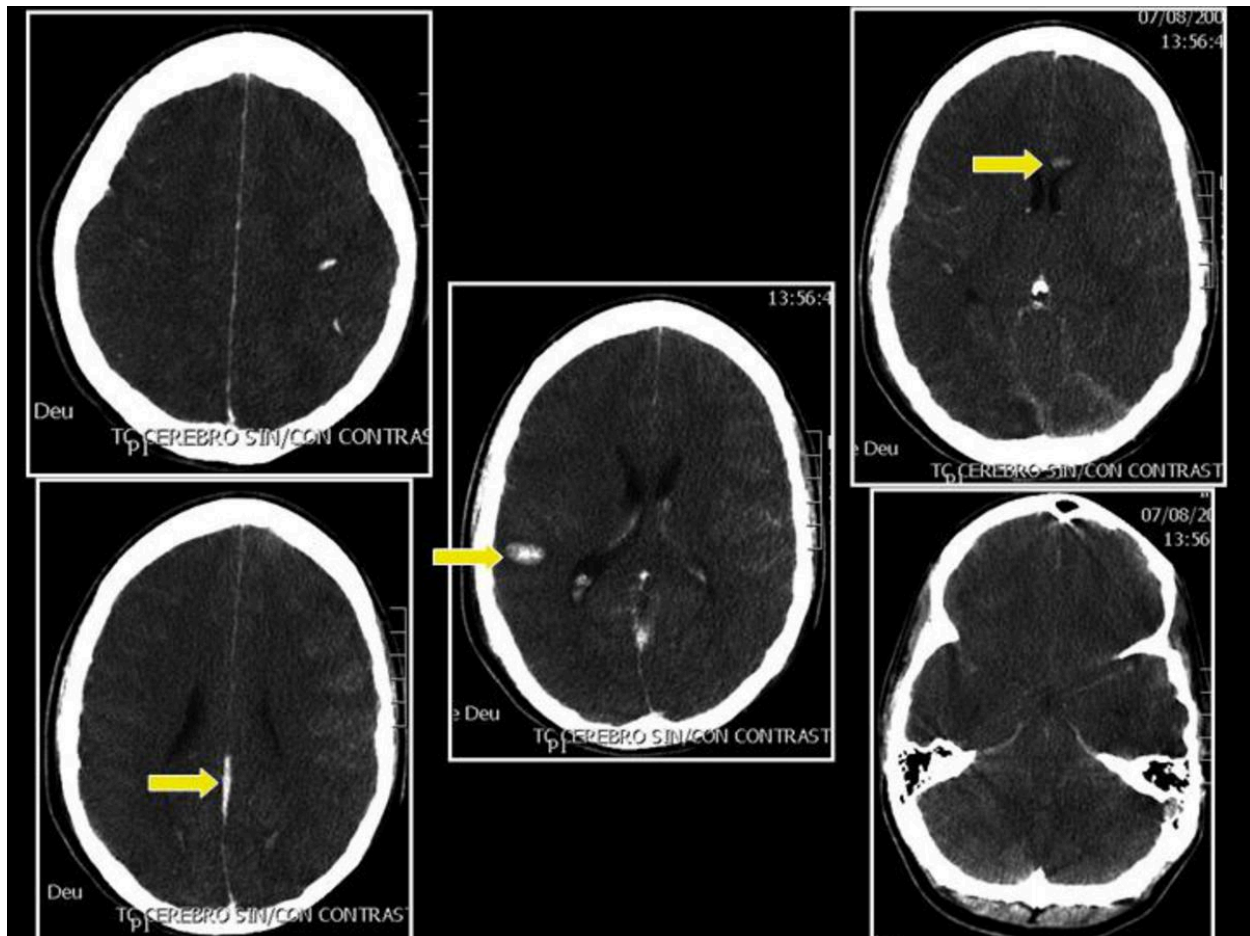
TC cerebral: Edema cerebral difuso, con pérdida de la diferenciación entre sustancia blanca y gris, borramiento de los surcos y de las cisternas basales. Múltiples focos hemorrágicos parenquimatosos, uno de ellos afectando la rodilla del cuerpo calloso, así como hemorragia subaracnoidea en la convexidad de los surcos, hemorragia intraventricular y parafalcina.
